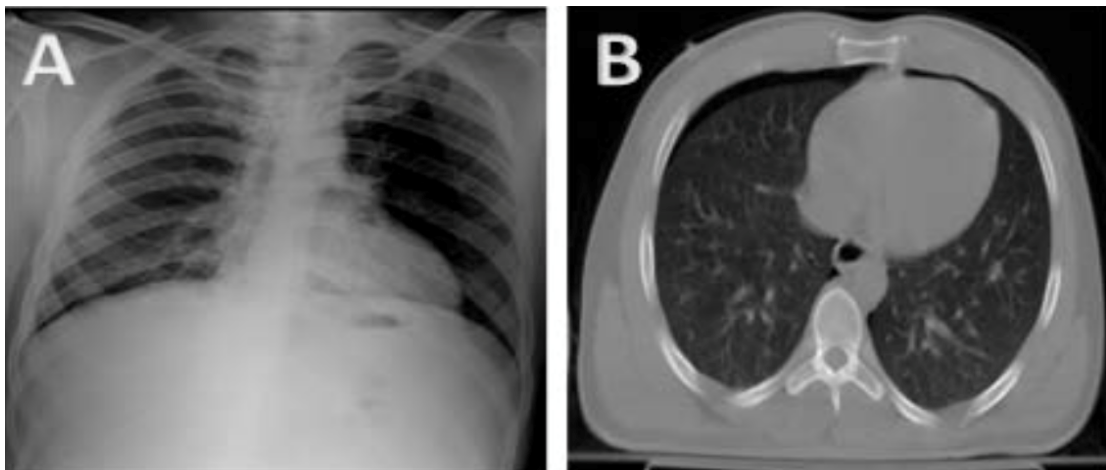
Radiographie thoracique antero postérieur révélant l'absence de pneumothorax (image A) . TDM thoracique effectué immédiatement après la radiographie montrant un pneumothorax droit (image B).
